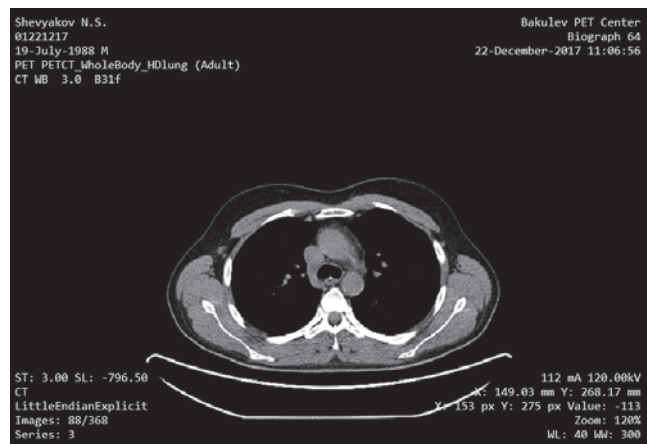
ПЭТ-КТ: накопление ^{18}F -фтордезоксиглюкозы в стенке дуги аорты (стрелка)
